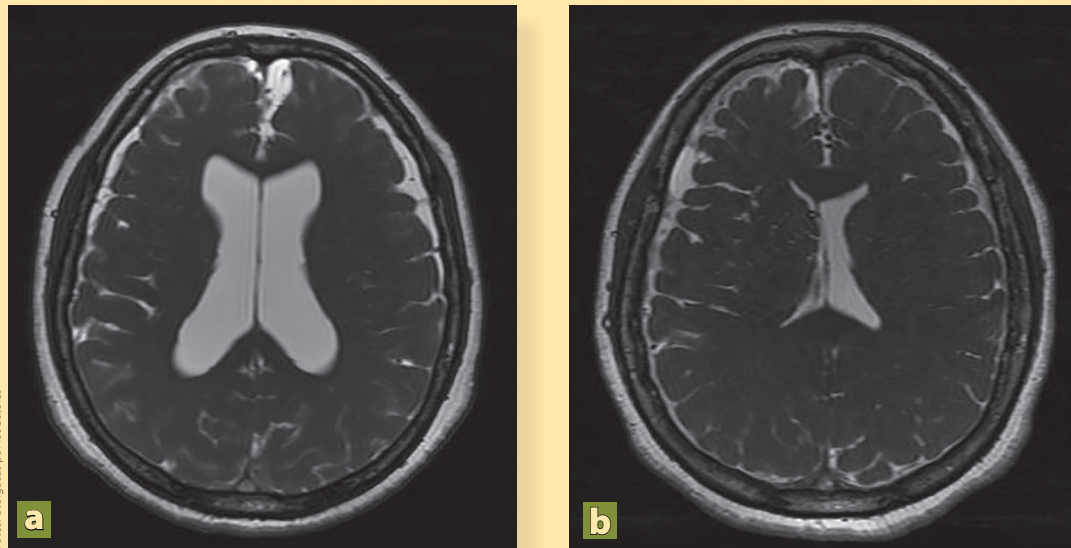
Resonancia magnética secuencia FIESTA
